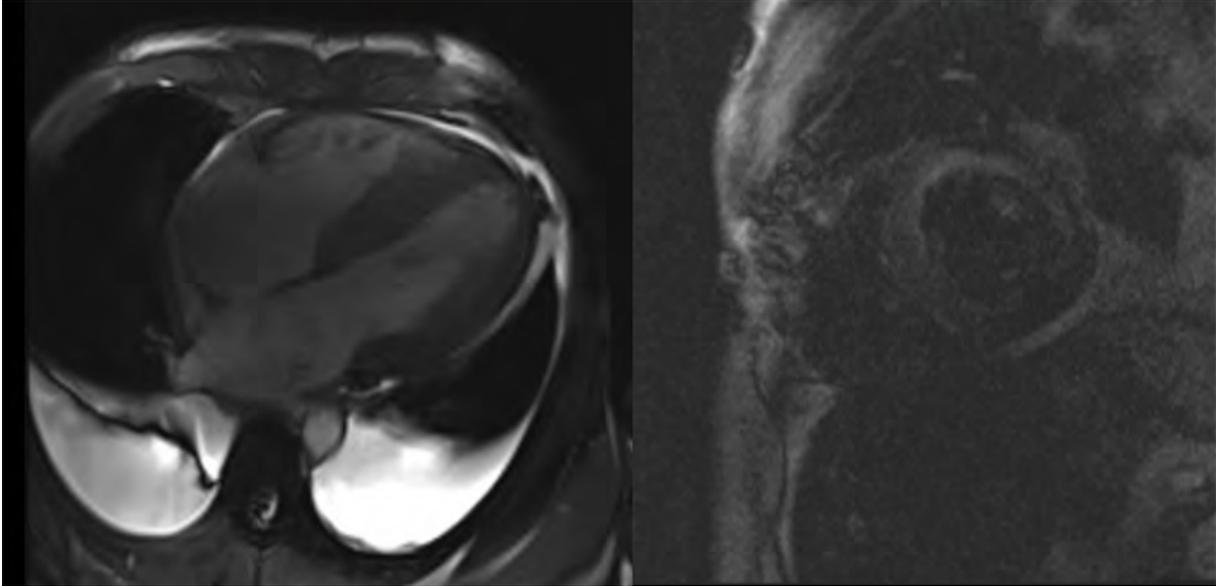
paciente de 70 años con sospecha de MCH por espesores parietales aumentados. Obsérvese a la derecha en secuencia RTG la casi ausencia de contraste en las cavidades ventriculares a los 5 minutos (“wash out” temprano) con realce subendocárdico de gadolinio que sugieren el diagnóstico de amiloidosis.
